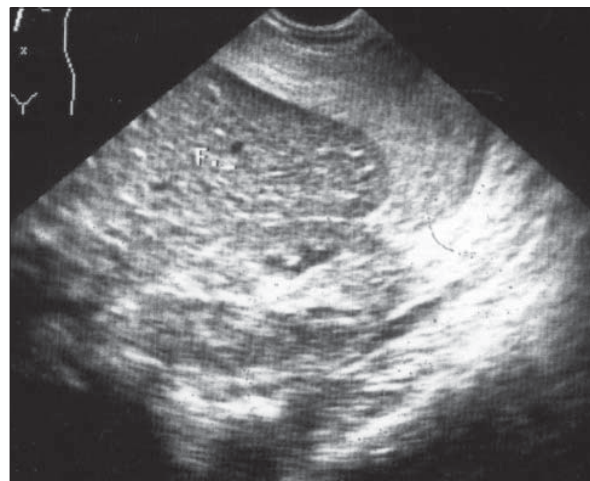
Hematom subcapsular hepatic. Ecografie. Imagine hipoeecogenă lenticulară situată sub capsula hepatică.
